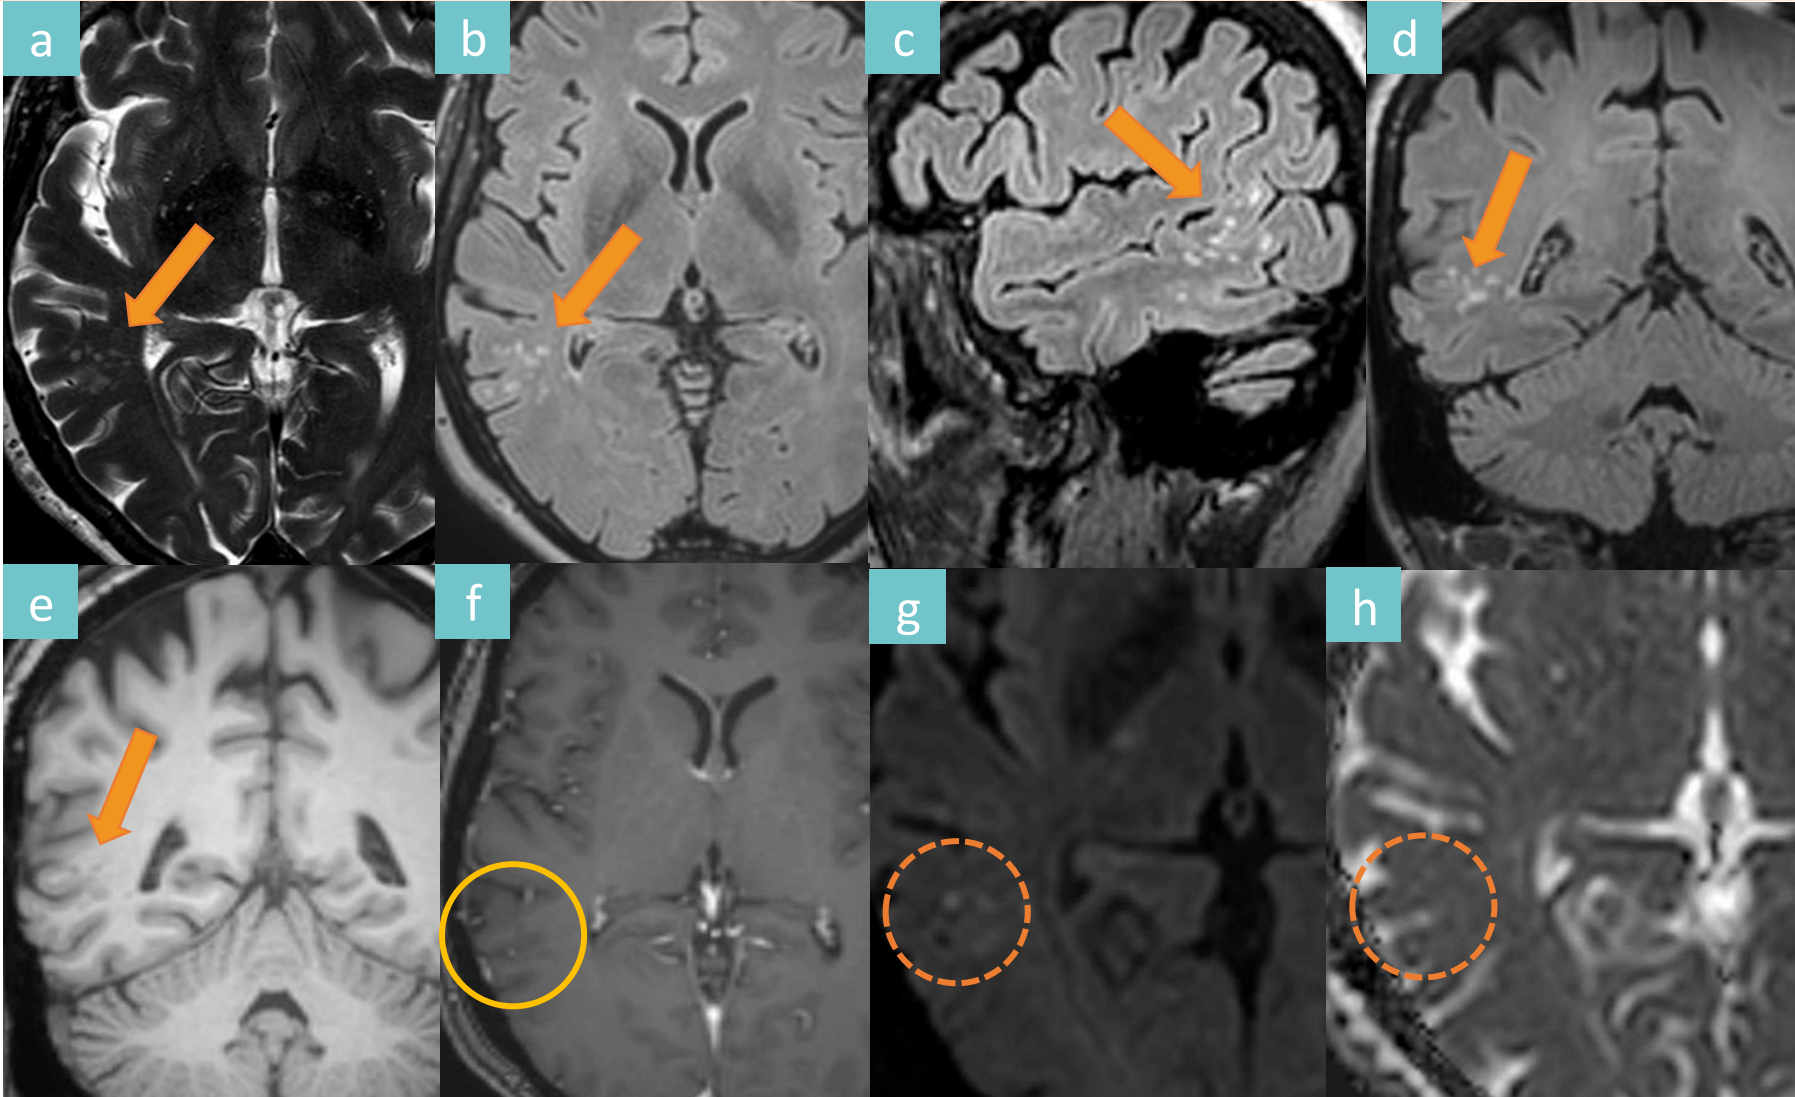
TNMV temporal derecho. Lesión multinodular de distribución giral en la sustancia blanca subcortical del lóbulo temporal derecho (flechas). Es hiperintensa en secuencia T2 (a), no anula su señal en FLAIR T2 (b–d), hipointensa en T1 (e), sin realce tras la administración de contraste (círculo) (f) y sin restricción a la difusión (círculo discontinuo) (g, h).
